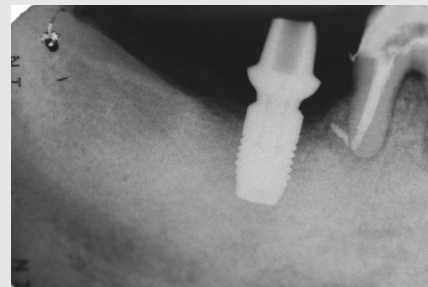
TiDesign 지대주를 체결하고 잠정수복물을 시적한 후의 방사선 사진
